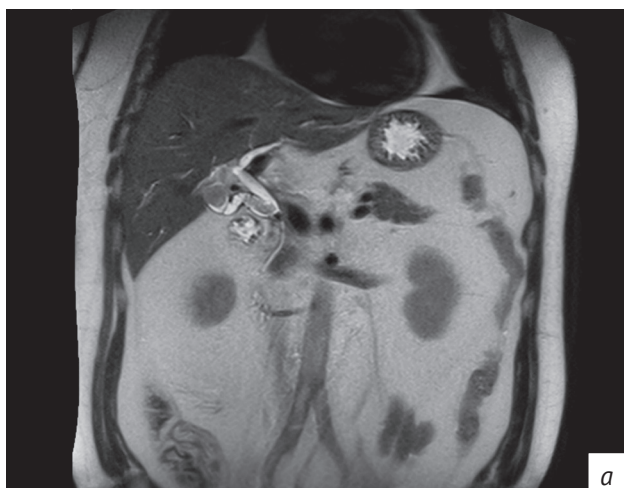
Пациент А. Дооперационная магнитно-резонансная томография (МРТ) брюшной полости, T2 в корональной проекции: а – конкременты в желчном пузыре, пузырном протоке, холедохе; б – однородная паренхима головки поджелудочной железы
